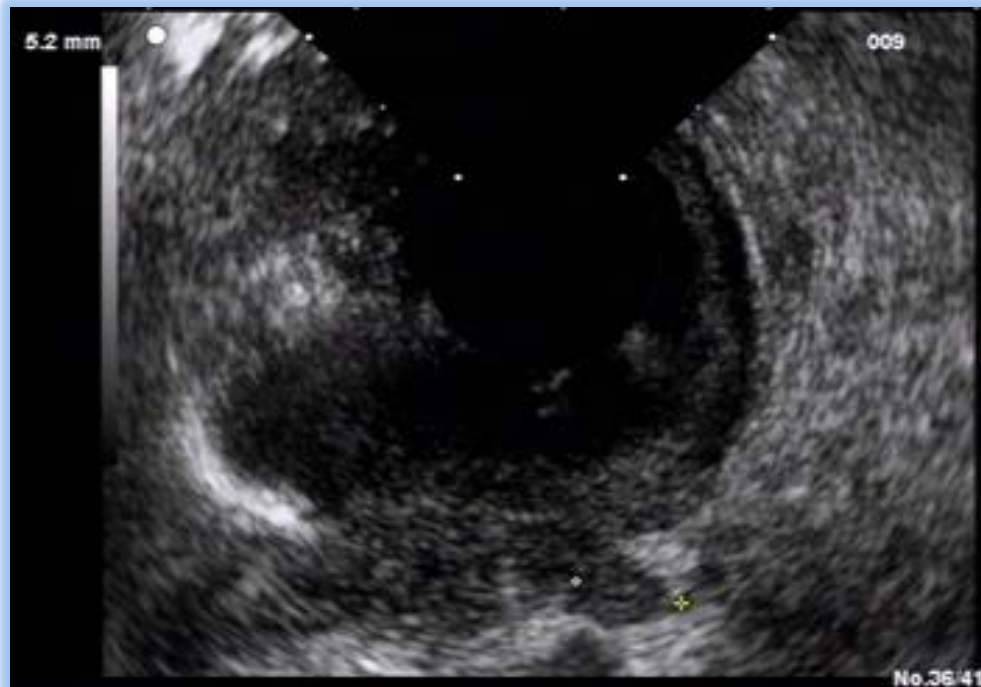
endosonographisch T4a-Magenkarzinom mit Ausläufer jenseits der Muskularis propria über 4mm (hier 5,2 mm)
